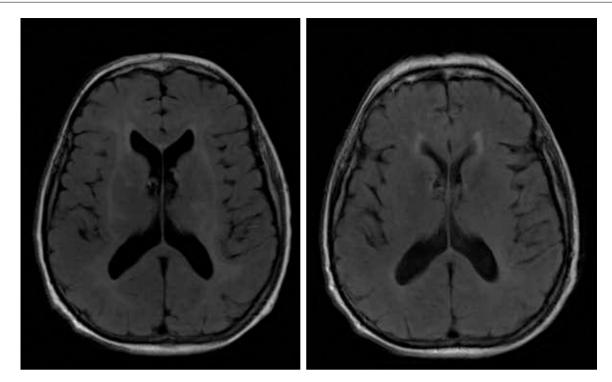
RM cerebral. Secuencia T2 FLAIR. A) Inicial: muestra afectación difusa de la sustancia blanca bilateral, respetando las fibras en U. B) Transcurridos 3 meses de la resección tumoral: disminución de la leucoencefalopatía, siendo apenas perceptible.
